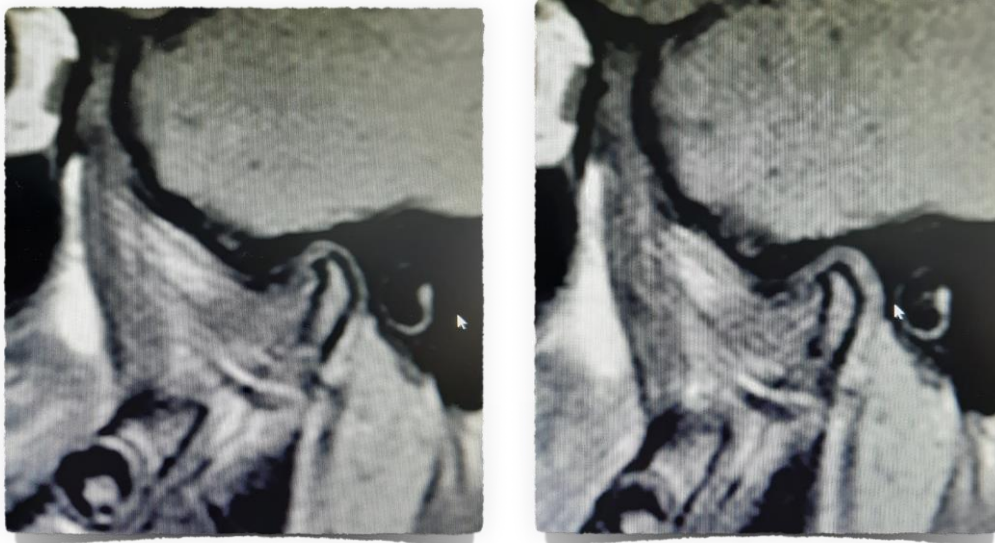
Imagen a representa RM de ATM derecha; Imagen b representa RM de ATM izquierda. Impresión diagnóstica indica hallazgos compatibles con una disfunción temporo-mandibular bilateral con desplazamiento discal anterior de los meniscos articulares con boca cerrada sin reducción en apertura bucal.
